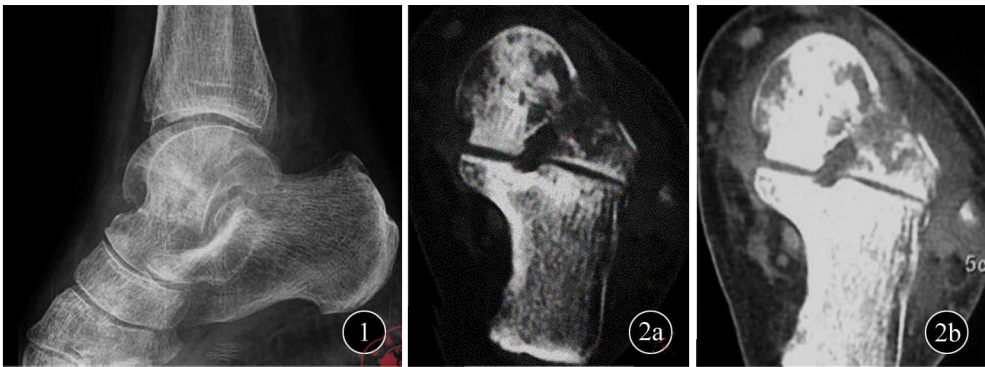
右踝侧位X线平片,见距骨头颈交界部低密度骨质破坏区 图2 右踝横轴位CT扫描,骨窗(2a)见距骨散在多灶性虫噬样低密度骨质吸收区,边缘模糊,部分融合成团。软组织窗(2b)见软组织肿块穿破骨皮质向外膨隆
